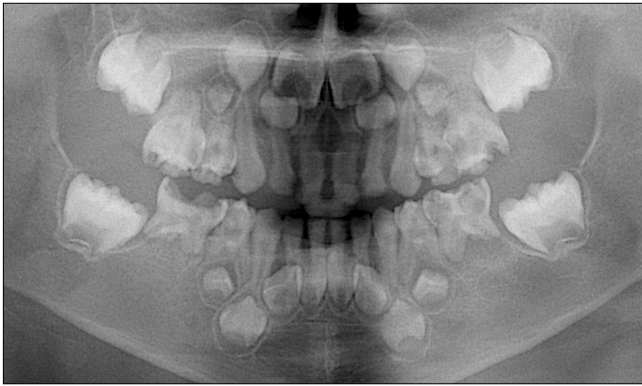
Panoramic radiograph shows microdontia of teeth numbers 14, 24, 34, 44. Agenesis of 55, 65, 75, 85 as well as generalized short roots can also be noted.
